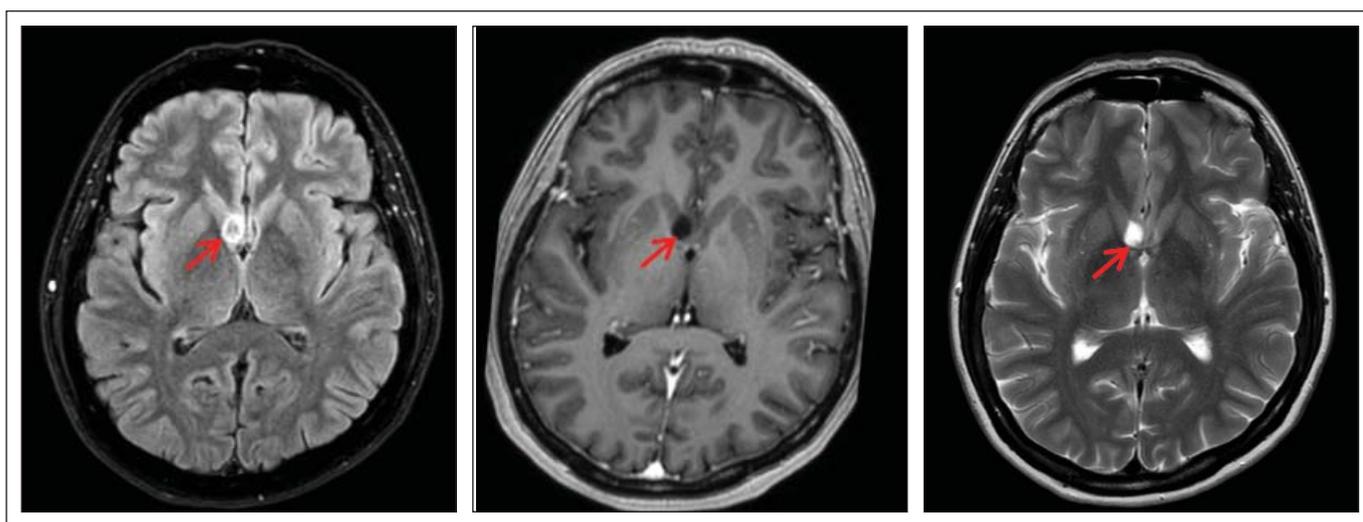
МР-томограмма головного мозга пациентки 53 лет, обратившейся в связи с приступом выраженной цефалгии, который сопровождался повышением АД до 170/100 мм рт. ст. В неврологическом статусе не обнаружено изменений. На томограмме – «свежий» лакунарный инфаркт, подострая стадия, в области правого хвостатого ядра (указан стрелкой)
